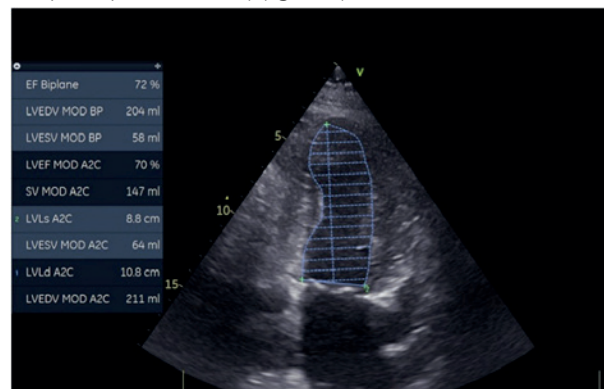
Ecografia transtoracică, incidența A2C: VS dilatat, cu funcție sistolică conservată
